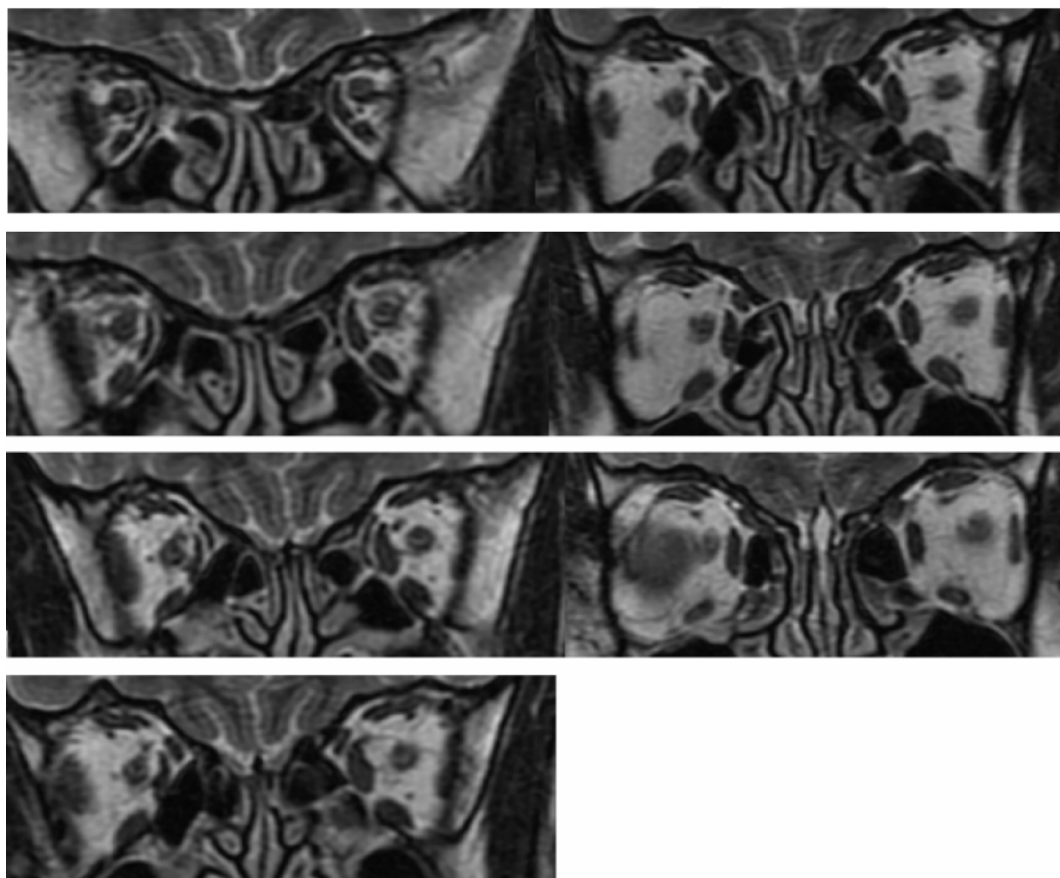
冠状位各平面眼外肌 MRI 图像(正常)。
